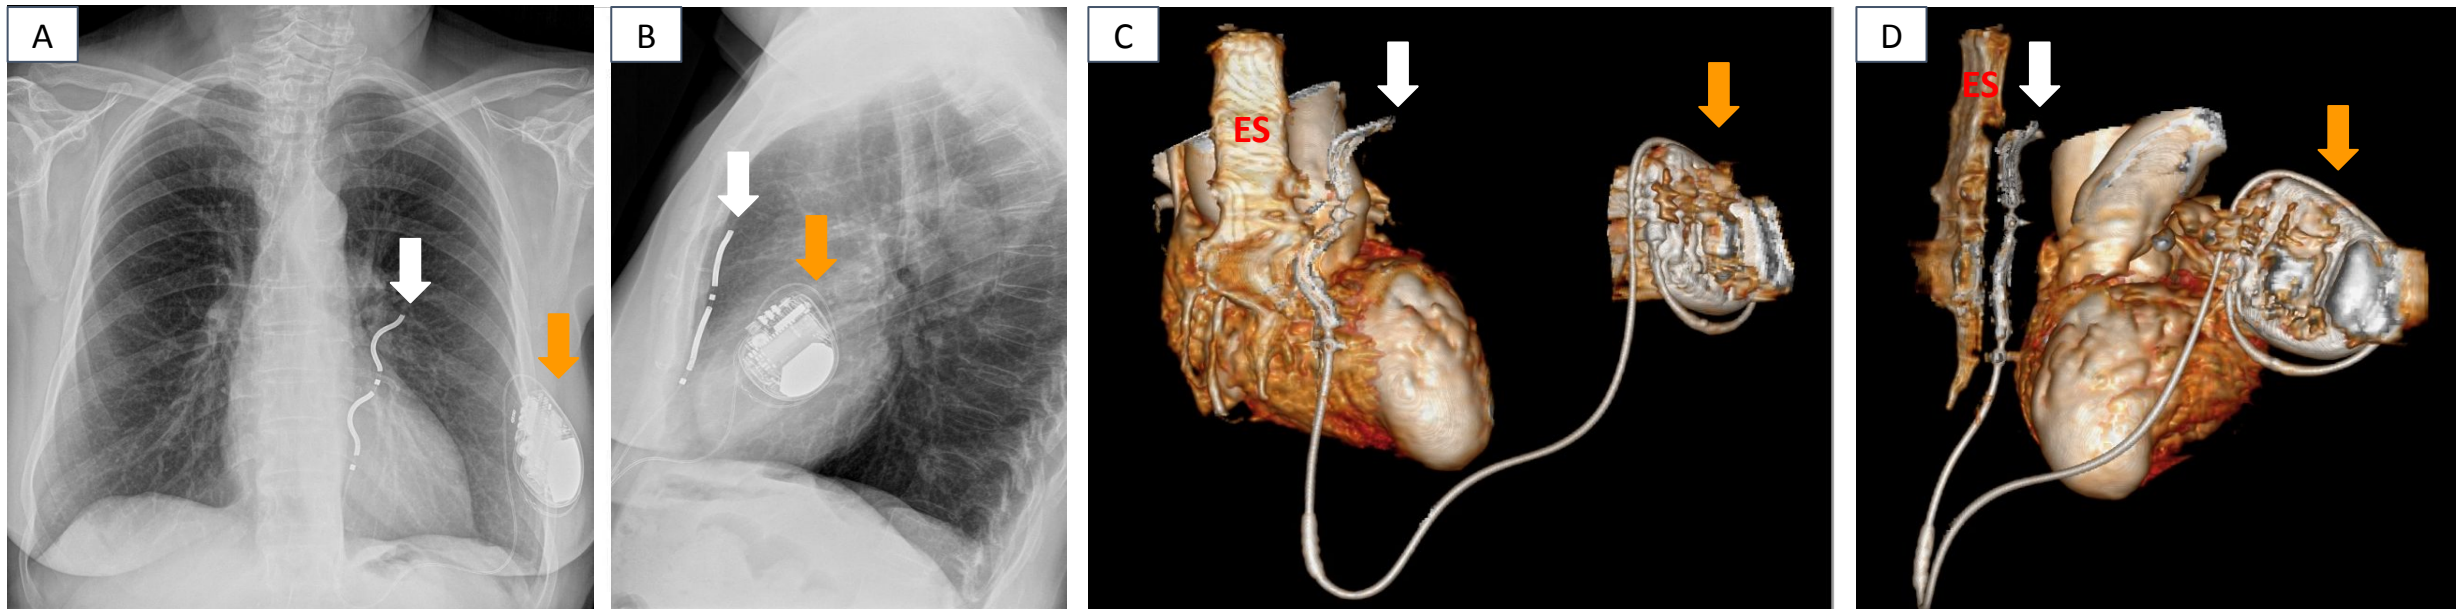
Estudios pretrasplante cardíaco (no dirigidos a la valoración del dispositivo) en un paciente portador de DAI-EV que ilustran su posición normal. Radiografías anteroposterior y lateral (A, B) y TC con reconstrucción volumétrica (C, D). El electrodo se dispone en posición retroesternal, posterior a la tabla interna del esternón (ES), en el mediastino anterior paraesternal izquierdo, sin proyección intracardiaca ni intravascular. El generador (flechas naranjas) se localiza en la pared torácica lateral izquierda y la bobina de desfibrilación, adyacente a la cara anterior del corazón, presenta la característica morfología en “doble curva” (flechas blancas).
